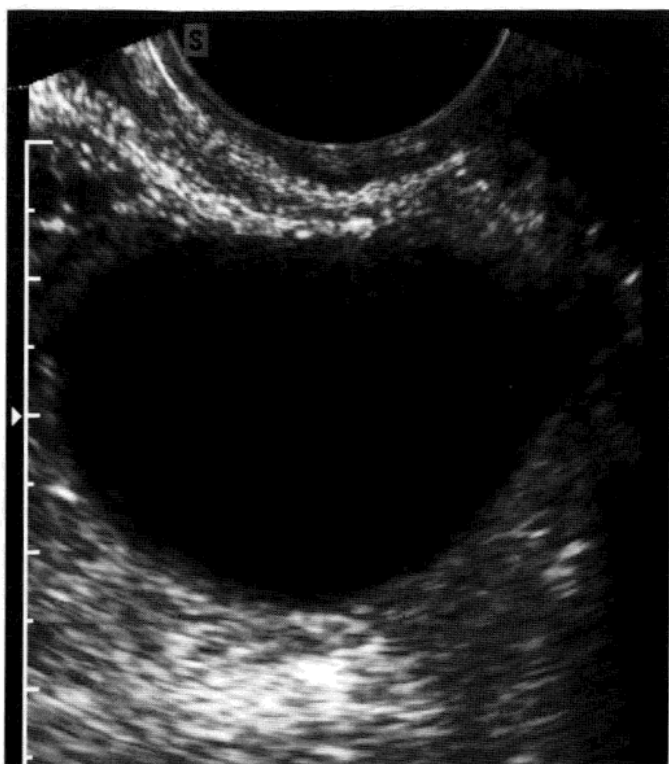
经阴超声示单房卵巢囊肿,规则薄壁,完全无回声内容物,透声以及后方回声增强。
